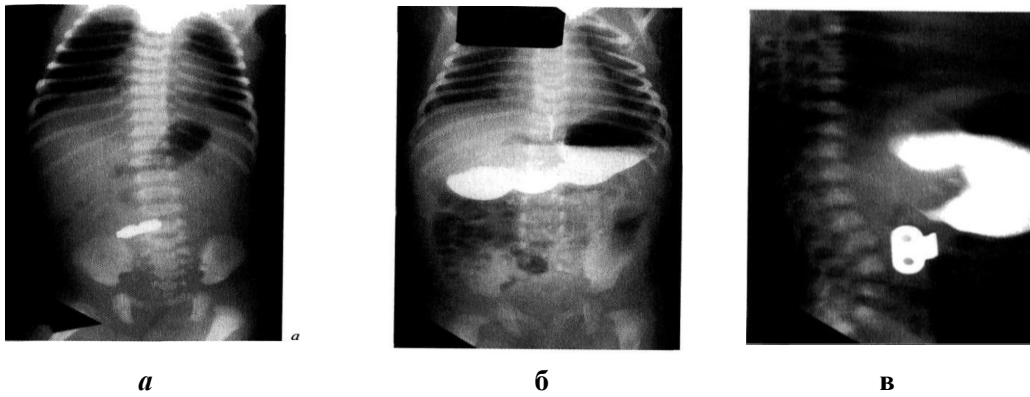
Пилоростеноз. *а*- обзорная рентгенограмма органов брюшной полости. Виден большой уровень жидкости в каскадном желудке, резко сниженное газонаполнение брюшной полости. *б*- рентгеноконтрастное исследование. Снимок в прямой проекции через 40 мин. Контрастное вещество заполняет растянутый желудок, эвакуация отсутствует. *в*-боковой проекции выявляется симптом «клюва».
